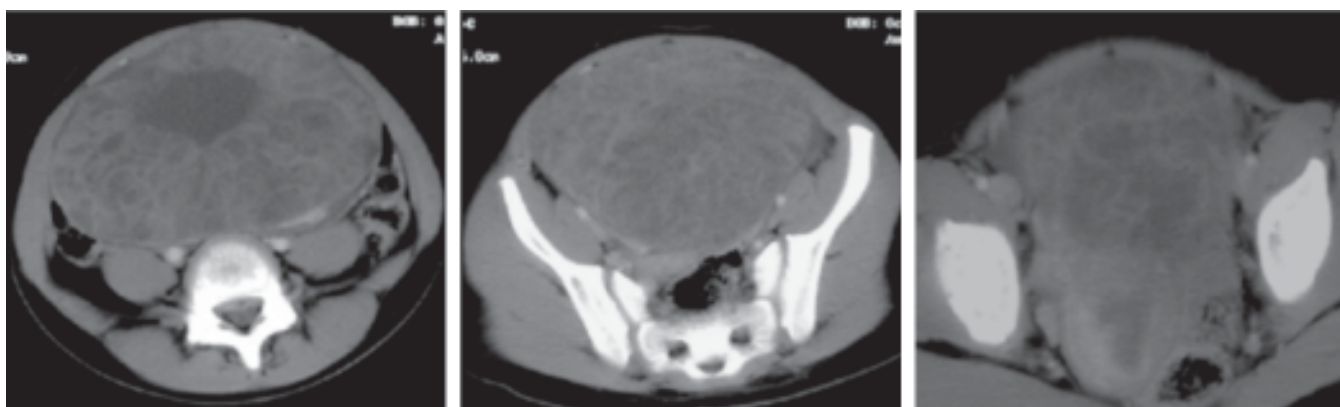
TAC de abdomen: masa compleja abdominopélvica desplazando vejiga y útero, comprimiendo VCI.
